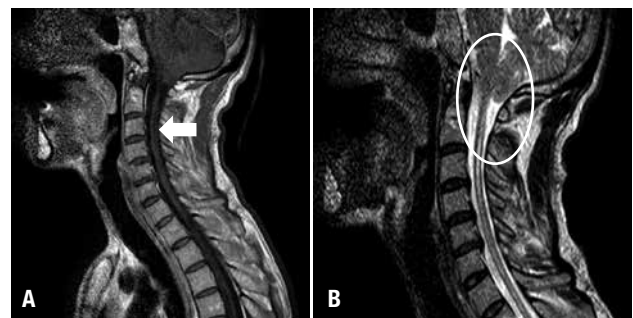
Imagem de ressonância magnética de coluna cervical. (A) Imagem em sequência ponderada em T1, com corte sagital evidenciando a presença de cavidade siringomiélica na coluna cervical, principalmente nos níveis de C2 a C4 (seta). (B) Imagem em sequência ponderada em T2, com corte sagital mostrando insinuação do vérmis cerebelar através do forame magno, caracterizando uma malformação de Arnold-Chiari tipo I (elipse).
